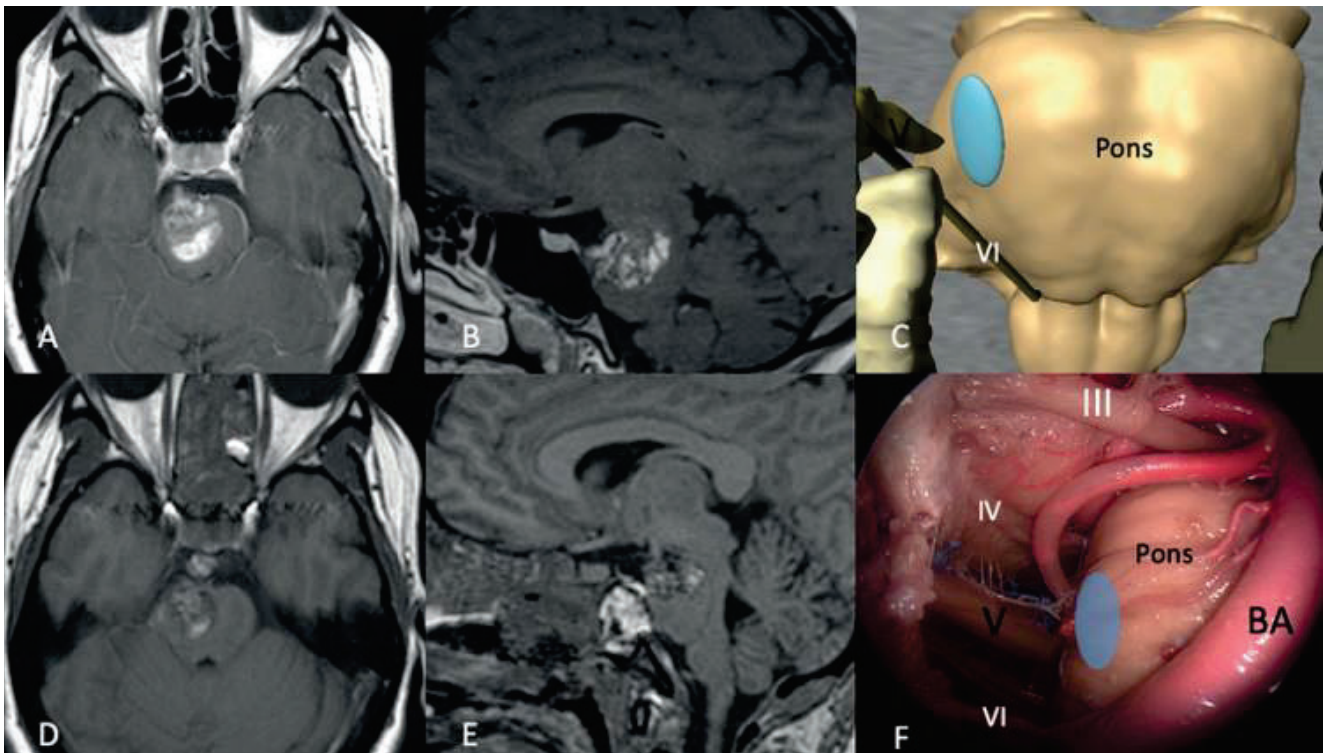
Preoperative axial (a) and sagittal (b) magnetic resonance images showing a pontine cavernoma in Case #2. Postoperative axial (d) and sagittal (e) magnetic resonance images showing removal of the lesion. 3-dimensional analysis and anatomical pictures have been provided. Blue circle, peritrigeminal safe entry zone; V, trigeminal nerve; BA, basilar artery; IV, trochlear nerve; III, oculomotor nerve; VI, abducens nerve.
